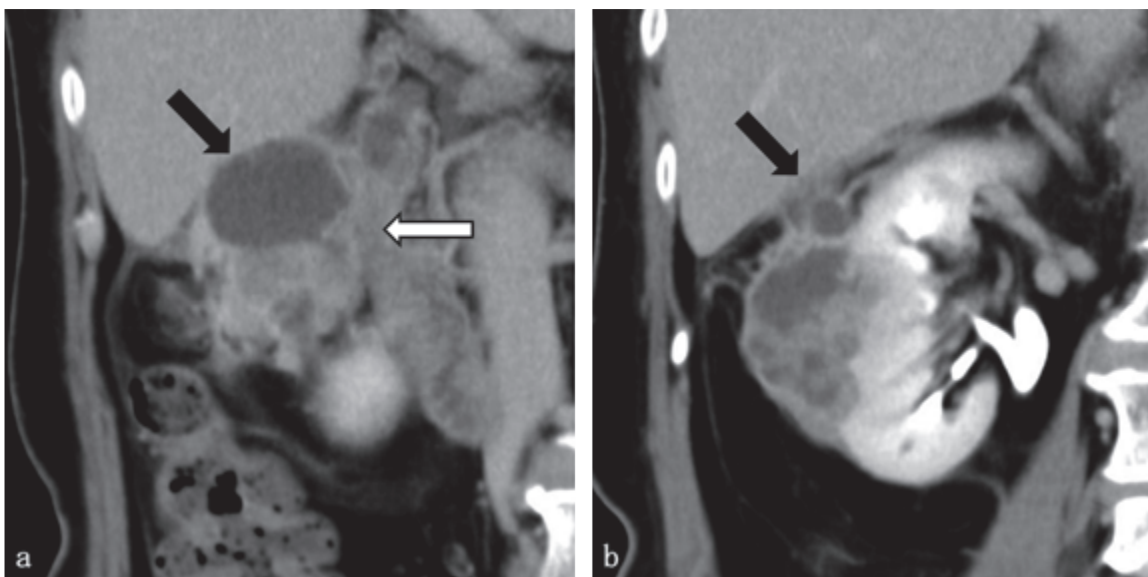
腹部CT（ダイナミック造影 排泄相）冠状断像 a：腎腹側寄り b：やや背側寄り
